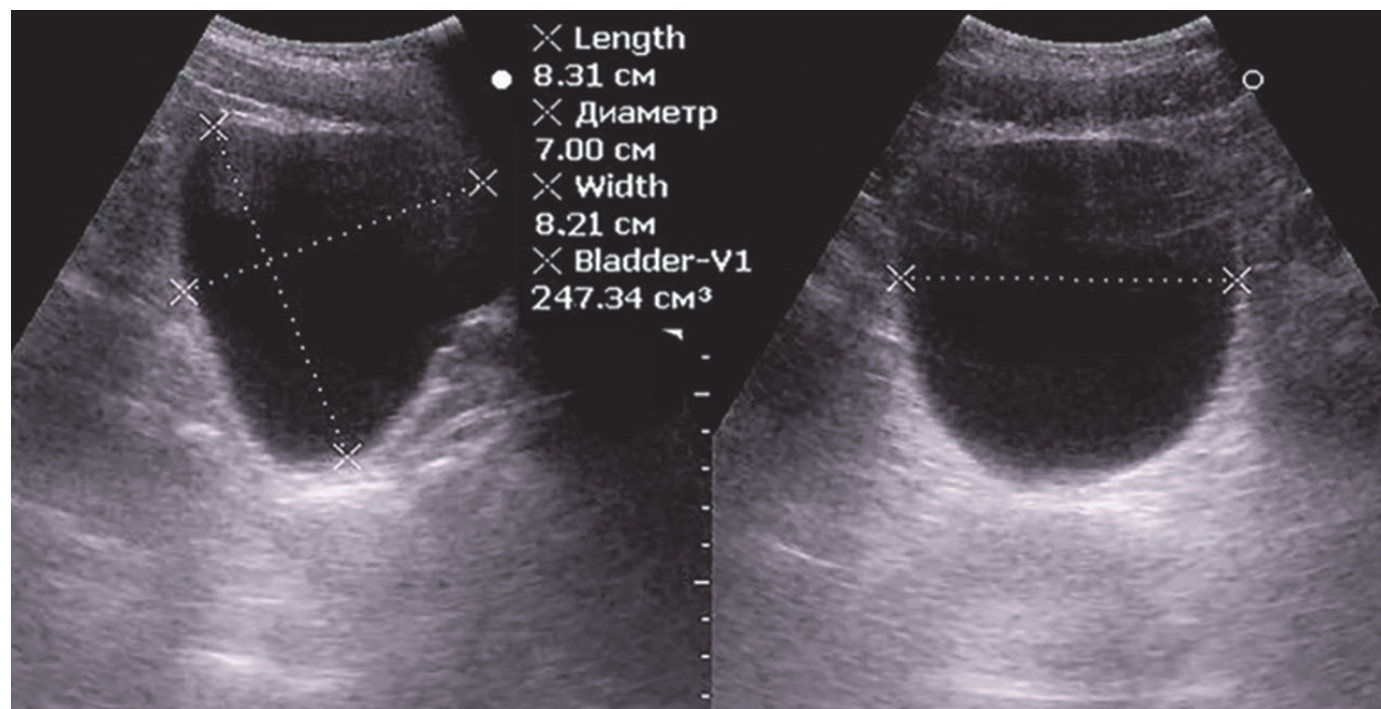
Ultrasound determination of bladder volume was carried out based on the multiplication of 3 dimensions on transverse and longitudinal echograms, indexed by 0.52. $V=247 \text{ ml (cm}^3\text{)}$.
